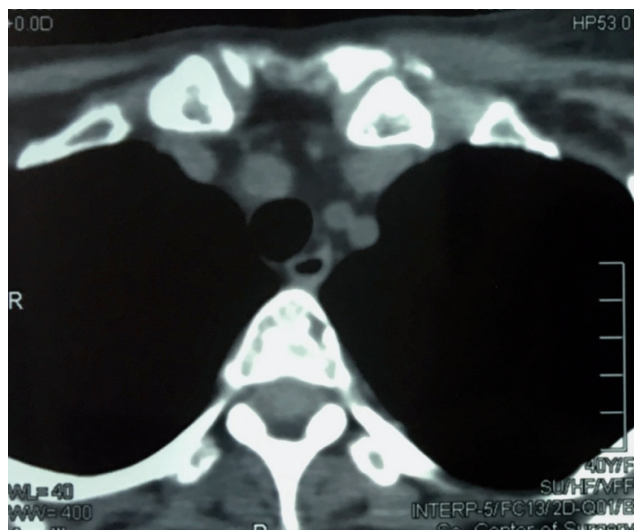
КТ-картина образования в передне-верхнем средостении
